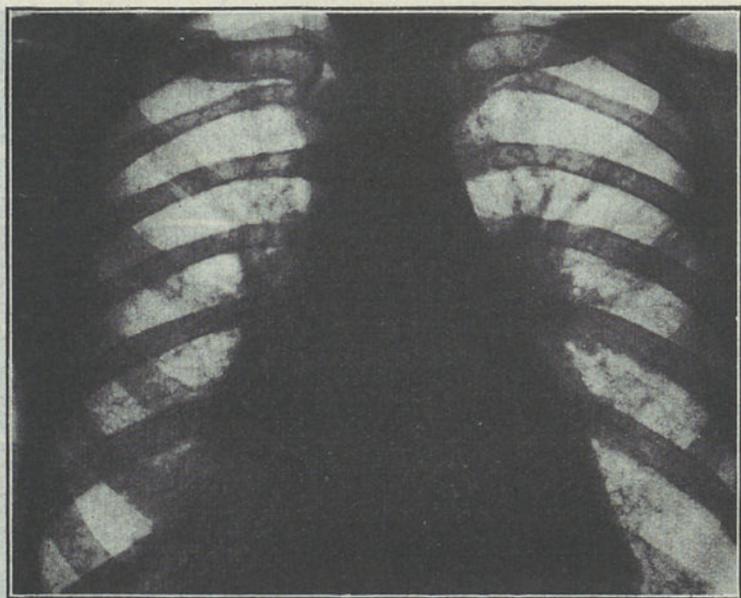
Radiografia de um doente com apêrto mitral, vinte e quatro horas antes da crise de edema pulmonar agudo
